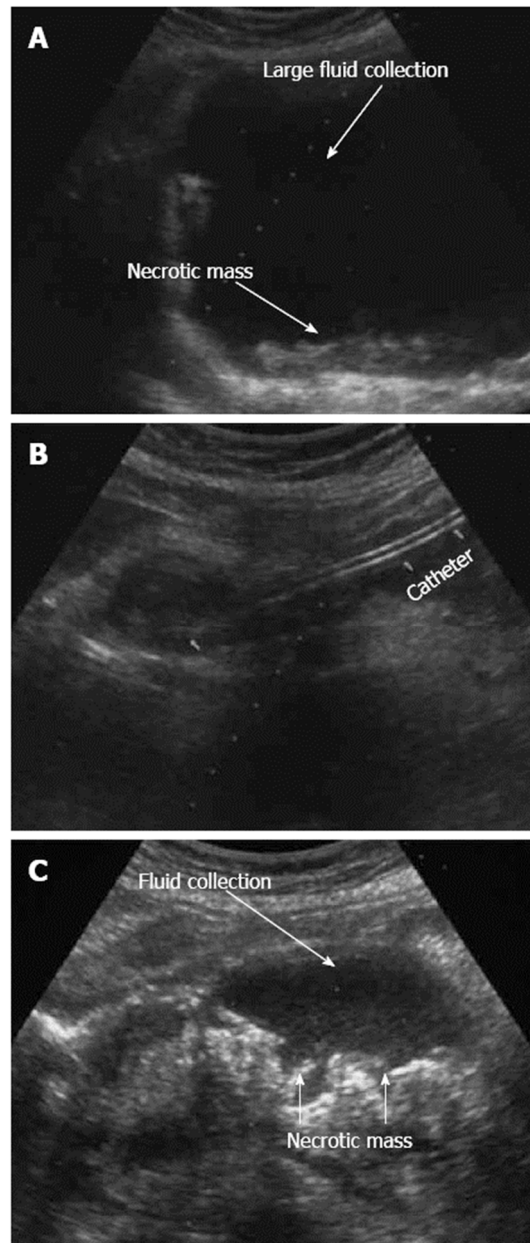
Nécrose pancréatique et importante collection de fluide avant et après le drainage. (Vue échographique).
